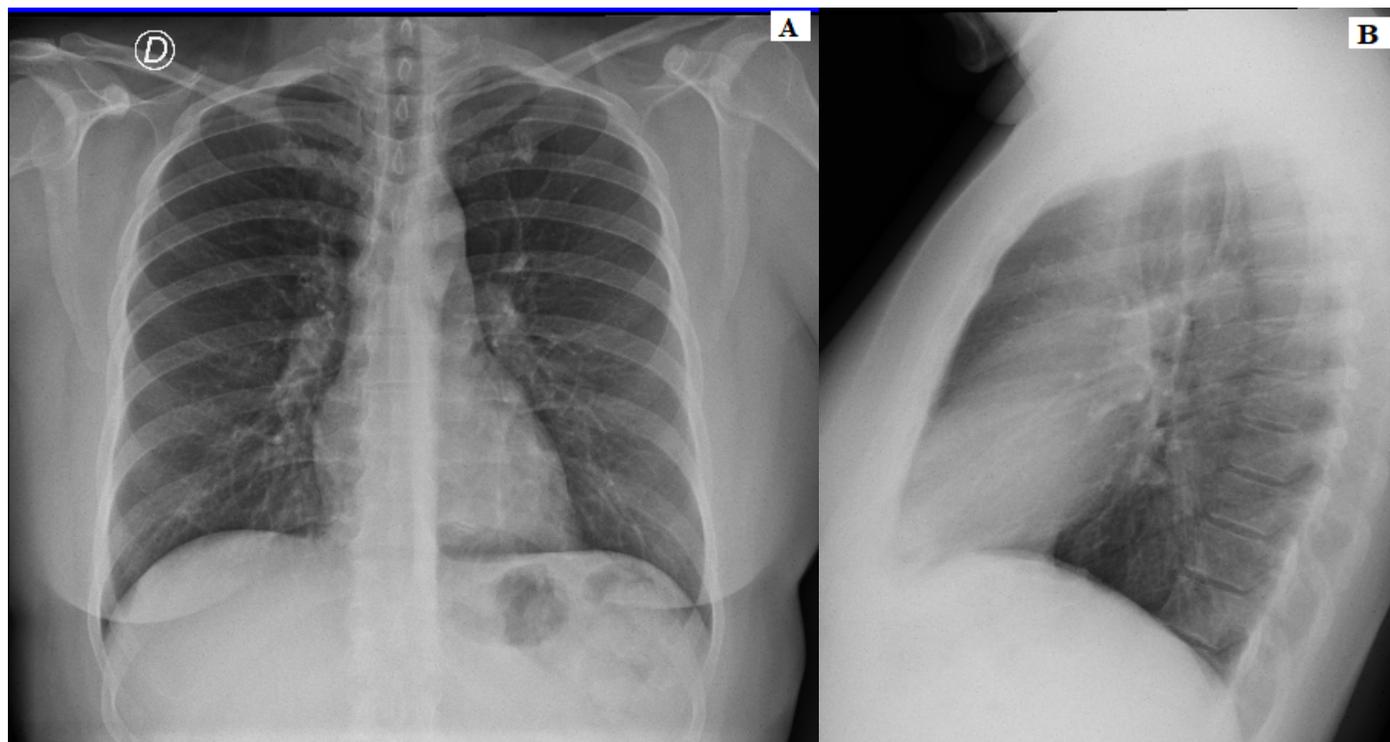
Radiografía de tórax, año 2016, normal. A: proyección PA, B: proyección lateral.
